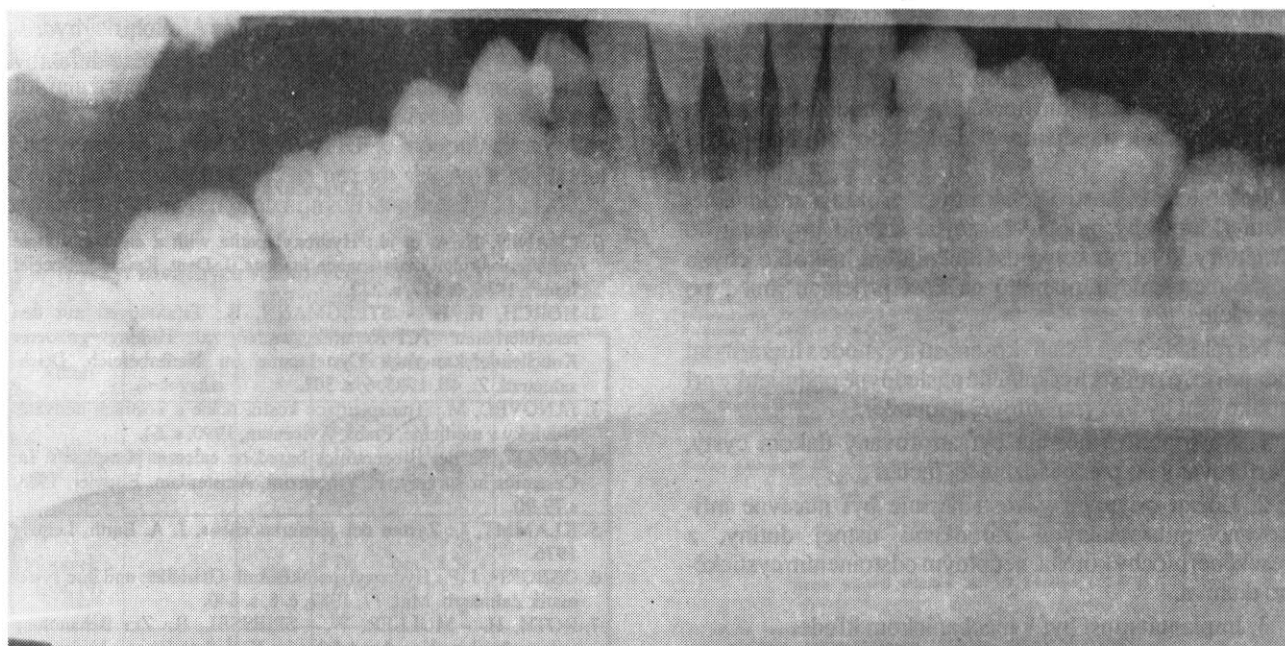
Panoramatické röntgenové snímky
